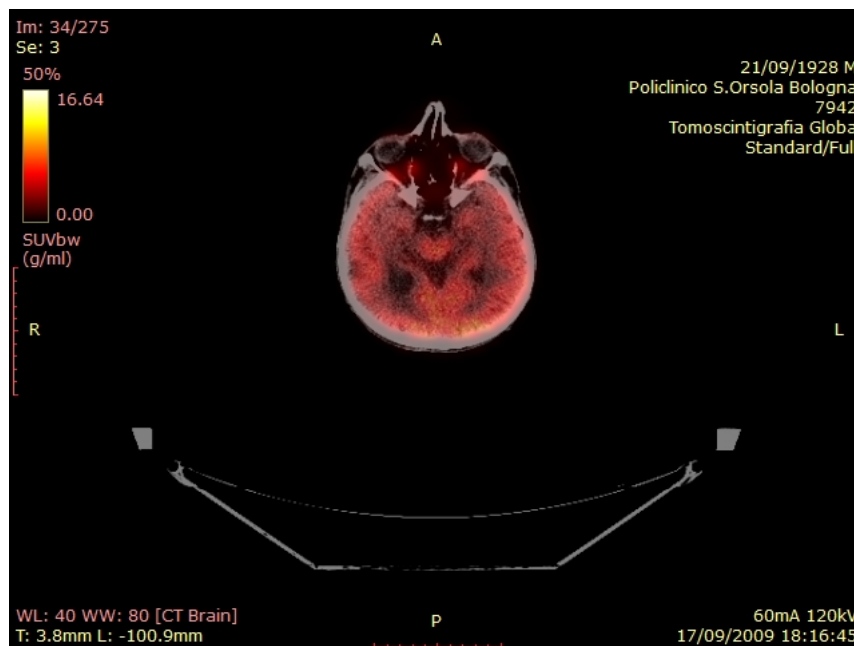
Slice della sezione assiale della PET-TC acquisita con ^{18}F -FDG
